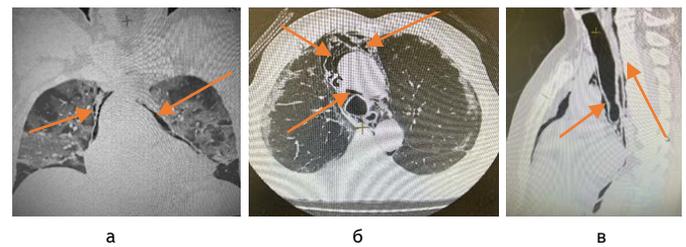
(а, б, в). Компьютерная томография грудной клетки пневмомедиастинума у больного 45 лет - отчетливо прослеживается субфасциальная диссекция анатомических структур средостения воздухом
